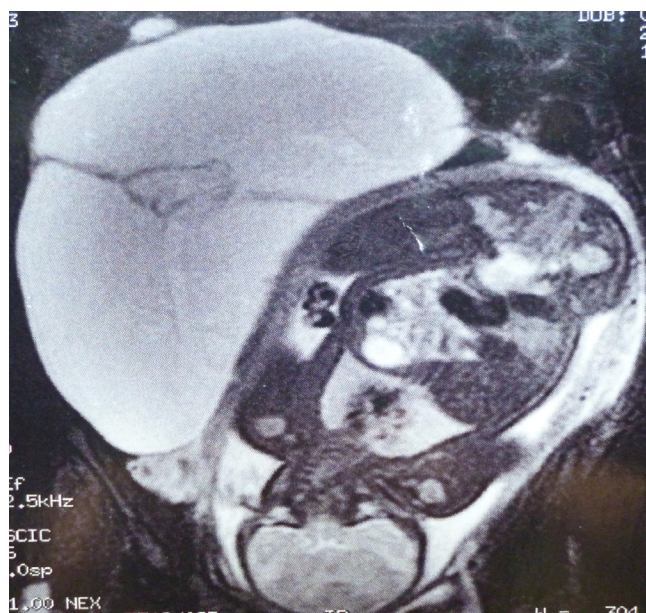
A ressonância nuclear magnética
